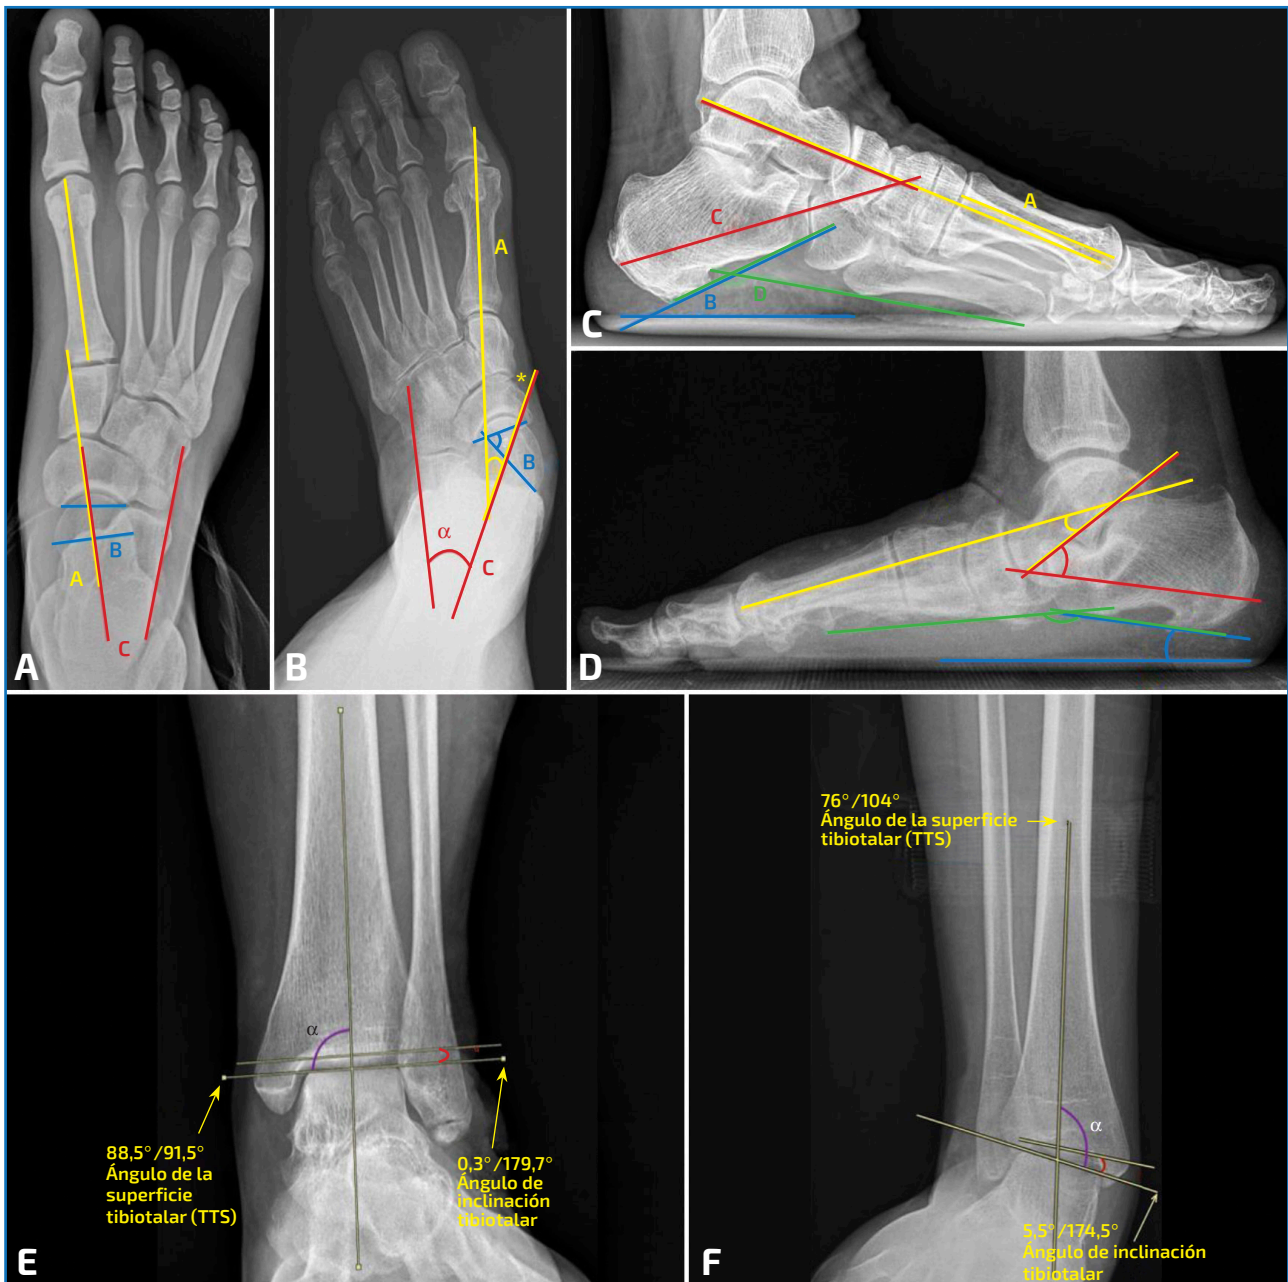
A: radiografía en proyección anteroposterior normal en la que se ven representados el ángulo talo-primer metatarsiano (A, en amarillo), el ángulo de la cobertura talonavicular (B, en azul) y el ángulo talo-calcáneo (C, en rojo); B: los ángulos están representados en el mismo orden y color, en una radiografía en proyección anteroposterior con la deformidad. Marcado con el asterisco (*) naranja se señalan cambios de entesopatía insercional del tendón tibial posterior como signo indirecto en la radiografía; C: radiografía en proyección lateral normal en la que se ven representados el ángulo de Meary (A, en amarillo), el calcaneal pitch o ángulo de inclinación calcánea (B, en azul), el ángulo talo-calcáneo (C, en rojo) y el ángulo calcáneo-quinto metatarsiano (D, en verde); D: los ángulos están representados en el mismo orden y color, en una radiografía en proyección lateral con la deformidad. Marcado con los asteriscos (*) morados se señalan el pico talar y el espolón calcáneo como posibles signos indirectos en la radiografía; E) radiografía en proyección anteroposterior del tobillo en carga con valores normales. Representados en morado el ángulo de superficie tibiotalar y en rojo el talar tilt o ángulo de inclinación tibiotalar; F: los ángulos están representados en el mismo orden y color, en una radiografía con la deformidad.
